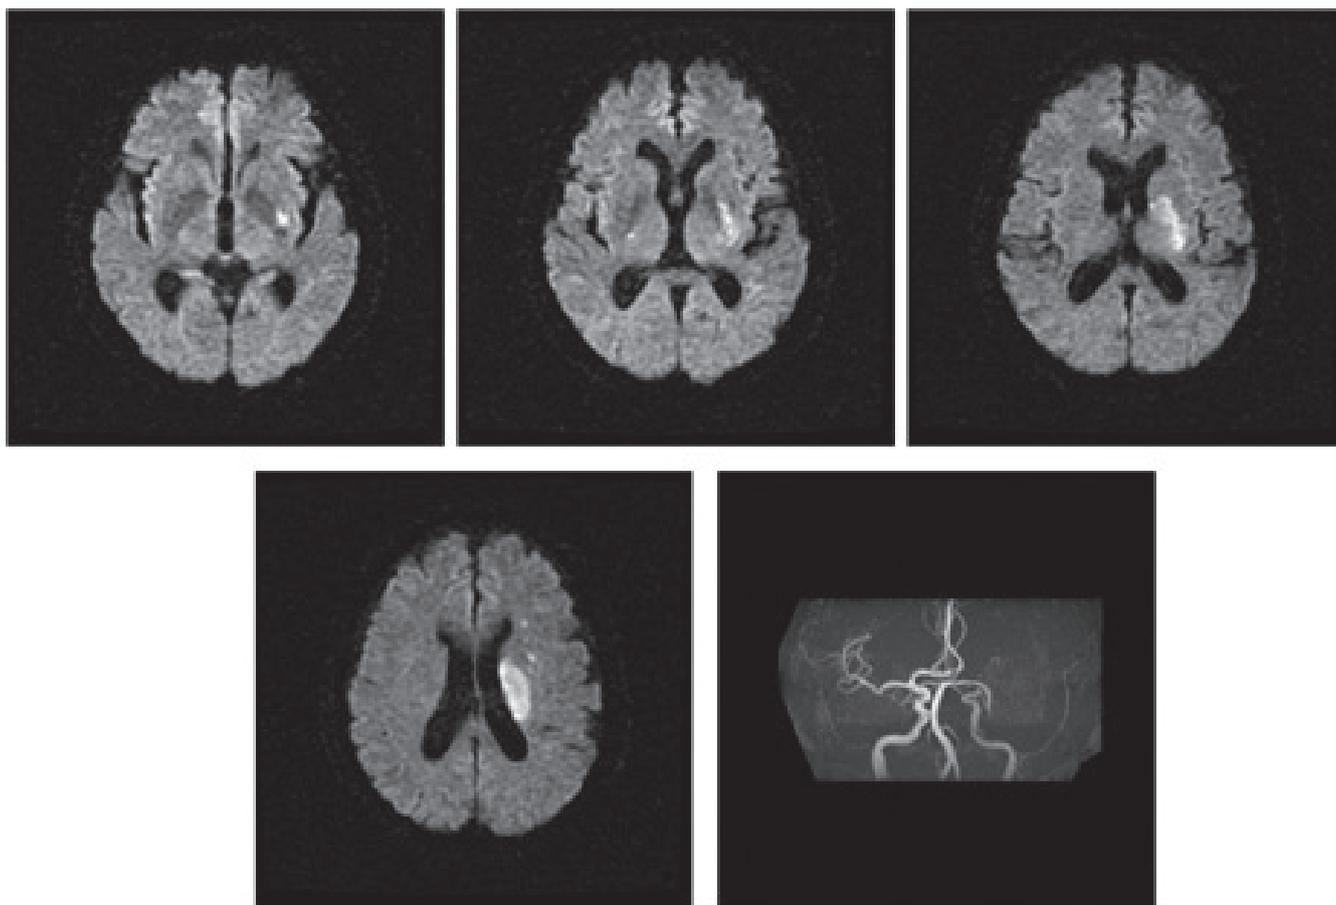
Brain magnetic resonance imaging and angiography.
